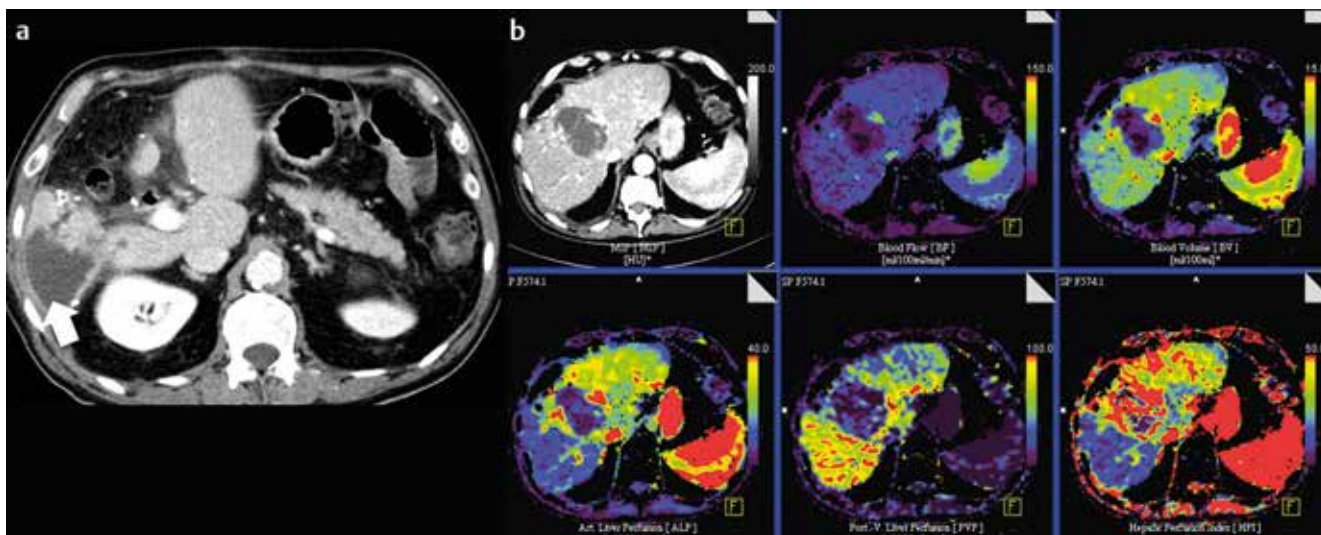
a Abszess: Axiale CECT eines Patienten mit Z. n. TACE bei HCC (nicht auf Bild erfasst). Hypodense Raumforderung im Lebersegment 6 als CT-morphologisches Korrelat eines Abszesses (Pfeil). b Abszess und Ischämie: VPCT eines Patienten mit Z. n. TACE bei HCC. In der Lebermitte demarkiert sich ein Abszess infolge einer ausgedehnten Tumornekrose nach TACE. Im Randbereich der Nekrose stellt sich die arterielle Leberparenchymversorgung vermehrt dar als Ausdruck der reaktiven Hyperämie und Abszesskapselbildung. Nebenbefundlich lässt sich in den Lebersegmenten 6 und 7 ein arterieller Perfusionsausfall (ALP- und HPI-Farbkarten) erkennen.
